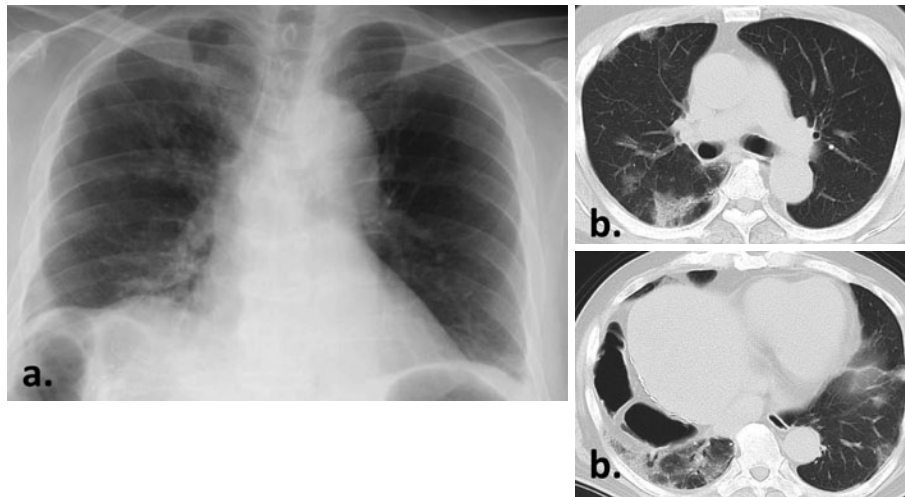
(a) 入院時胸部単純 X 線写真，右中下肺野に網状影を認めた。(b) 胸部単純 CT 写真。両側肺底部にすりガラス状陰影を認め，右下葉には一部浸潤影を認めた。
